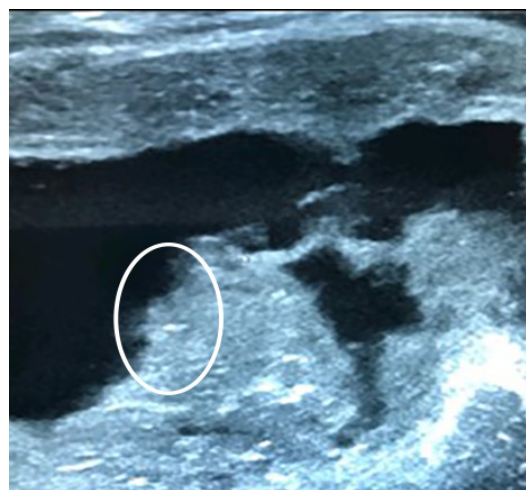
Ecografía Abdomino-pélvica.
